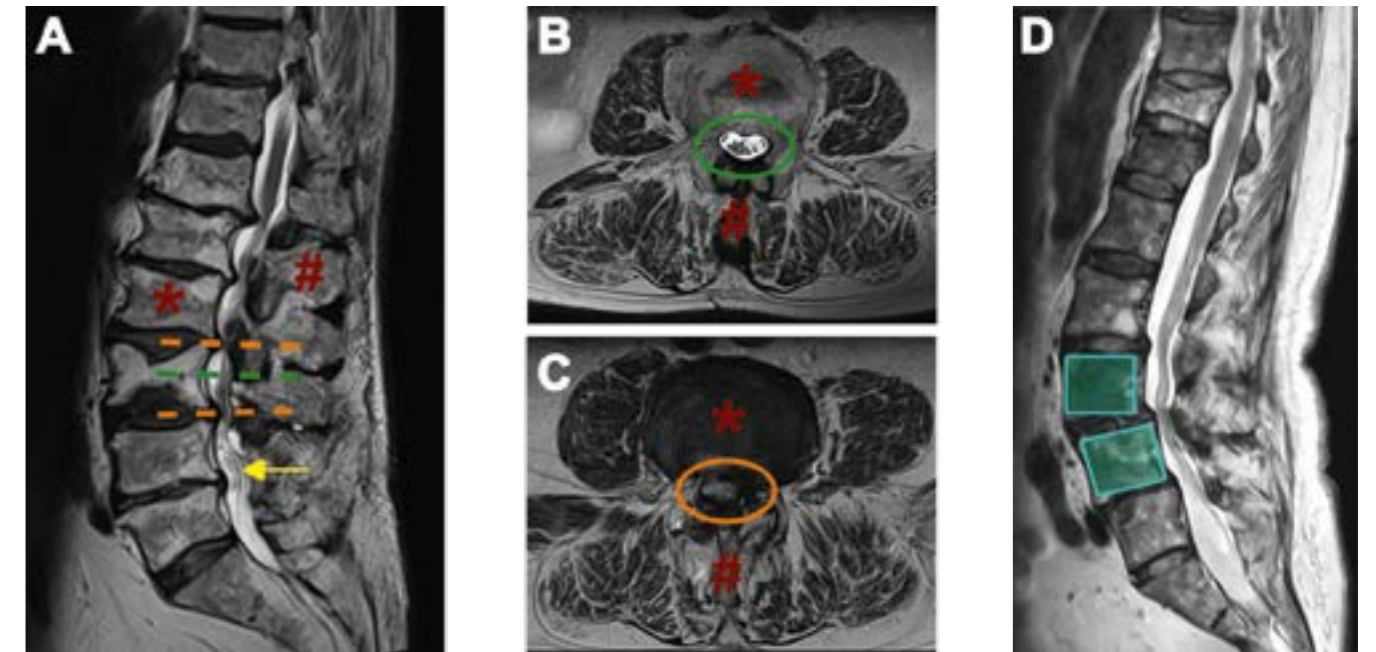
(A) zeigt einen seitlichen MRT-Blick auf die Lendenwirbelsäule. Zwischen den Wirbelkörpern (*) und Dornfortsätzen (#) befindet sich der Spinalkanal mit den von Nervenwasser (heller Saum) umgebenen Nervenfasern (gelber Pfeil). Im Querschnitt sind die Nervenfasern normalerweise als dunkle Punkte im hellen Nervenwasser abzugrenzen (B), bei einer Spinalkanalstenose ist dies jedoch nicht der Fall, da die Fasern komprimiert werden (C). Ein Versatz von Wirbelkörpern (D) kann zu einer solchen Engstelle beitragen.
